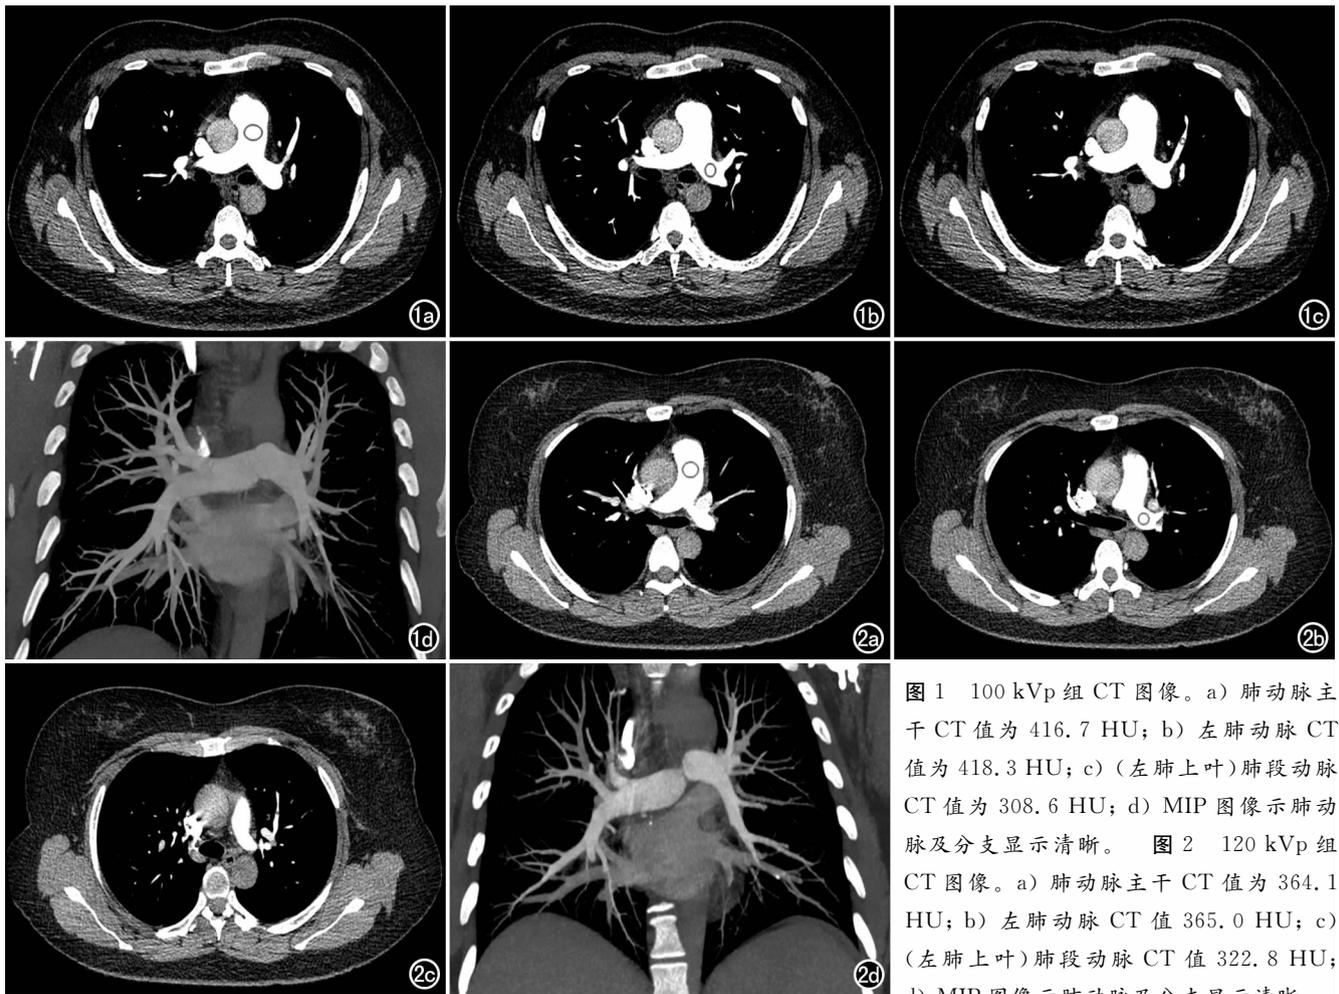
100 kVp组CT图像。a) 肺动脉主干CT值为416.7 HU; b) 左肺动脉CT值为418.3 HU; c) (左肺上叶)肺段动脉CT值为308.6 HU; d) MIP图像示肺动脉及分支显示清晰。图2 120 kVp组CT图像。a) 肺动脉主干CT值为364.1 HU; b) 左肺动脉CT值365.0 HU; c) (左肺上叶)肺段动脉CT值322.8 HU; d) MIP图像示肺动脉及分支显示清晰。
